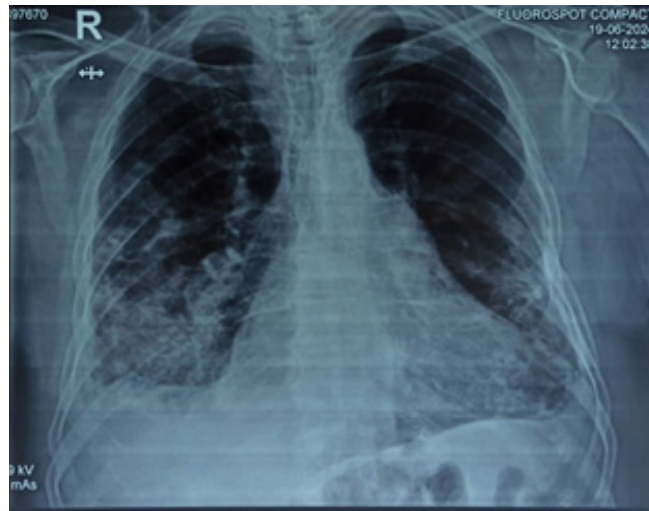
Radiografía estándar de tórax.
